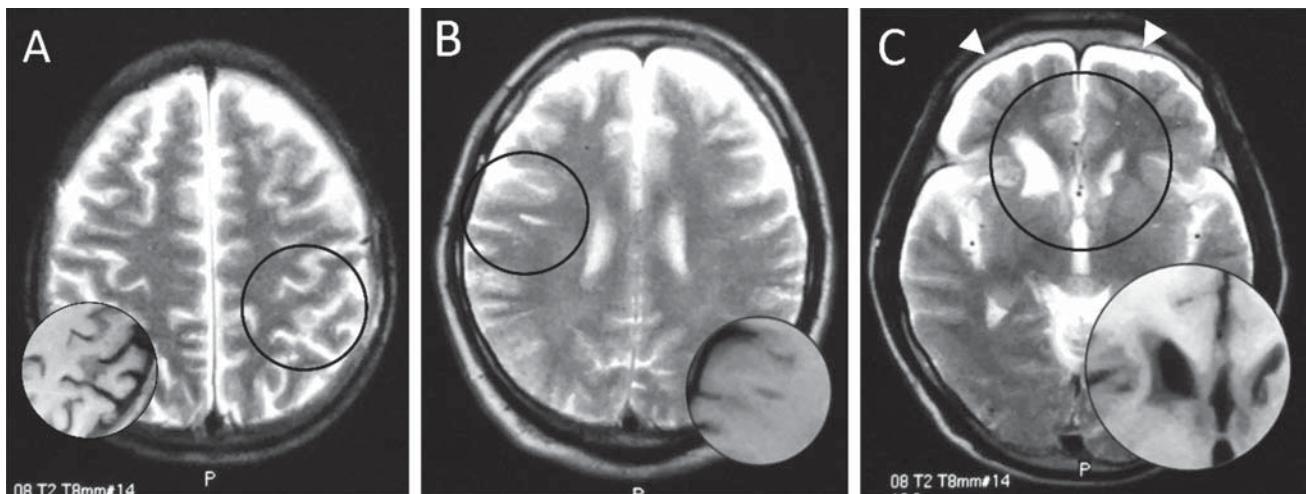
Magnetic resonance images of brains of three Ama divers: hyperintense area on T2-weighted image (circle), corresponding to hypointensity on T1-weighted image (inset). A patchy shadow in the left parietal cortex (A, No.2), a linear subcortical lesion in the right frontal lobe (B, No.5), and deformity of bilateral caudate heads and subdural fluid collection (arrow heads) (C, No.11).
